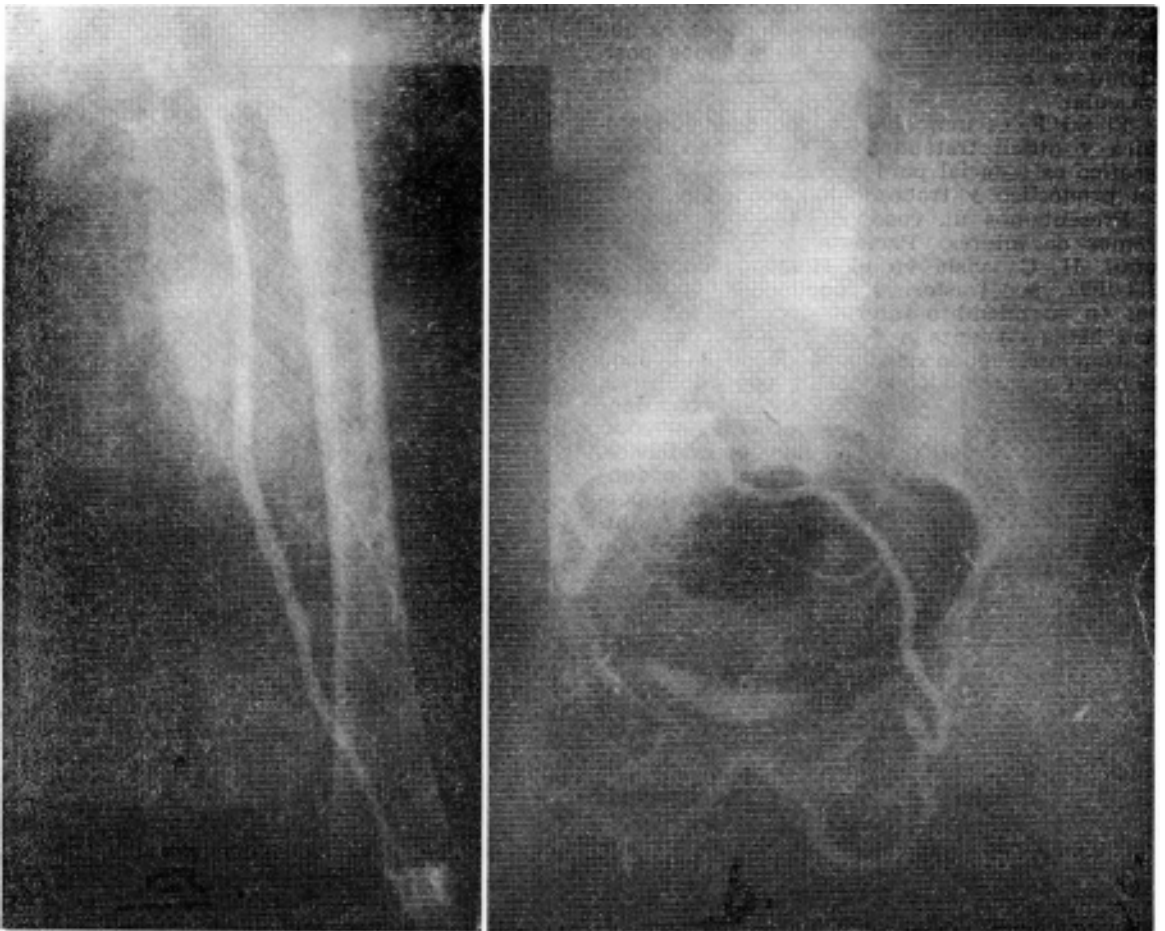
Flebografías profundas directas: a) La radiografía muestra que no hay obliteración de las venas poplítea y tibial; las venas poplítea y femoral superficial están totalmente permeables y dilatadas. b) La radiografía muestra la total obliteración de las venas femoral común, iliaca externa e iliaca primitiva izquierdas; la circulación de retorno venosa del miembro inferior izquierdo se realiza derivando la sangre hacia el lado derecho, por intermedio del desarrollo de la circulación anastomótica a través de las venas pudendas internas, obturadoras, etc., que desaguan en las venas iliacas externa e interna derechas.
